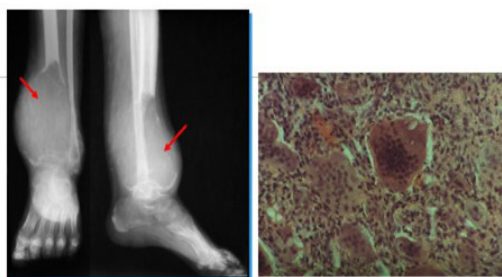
Рентгенограмма и морфотопограмма пациентки 3. до операции
